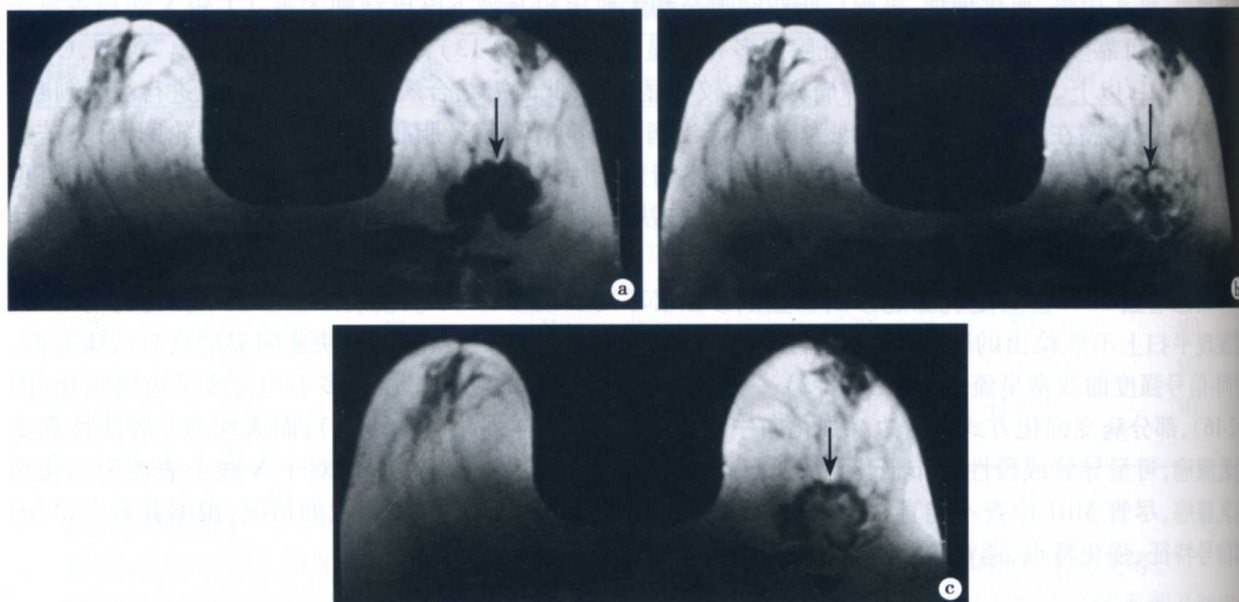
左乳腺浸润性导管癌 MRI 表现
